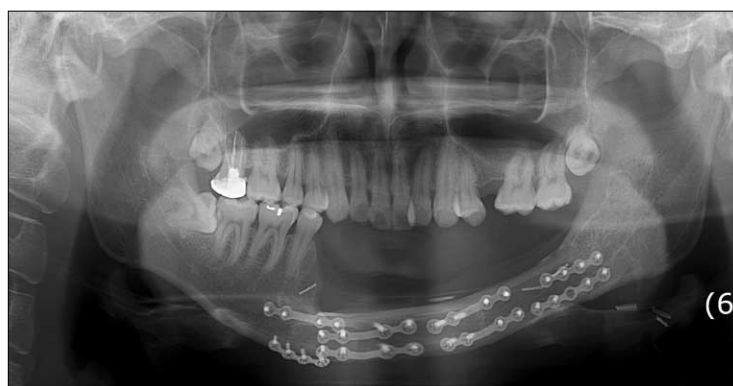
Post-operative panoramic radiograph after about 1.6 years, which reveals a well united appearance, maintaining a relatively favorable mandibular contour.
